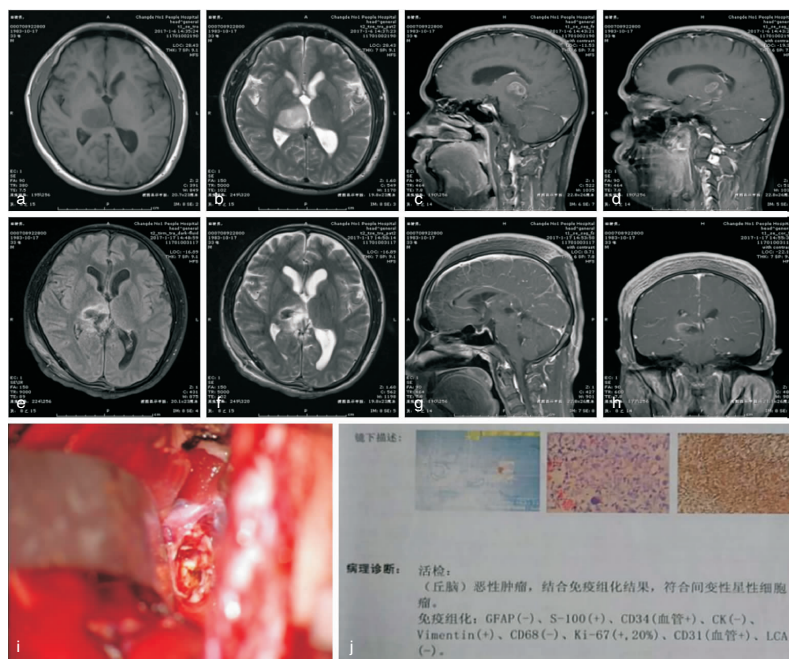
全麻下行开颅病灶切除术(Poppen 入路),图 a-d 为术前 MRI,见右丘脑占位病变;图 e-h 为术后 MRI 复查。I 为术中切开胼胝体压部切除肿瘤。j 为术后病检。
